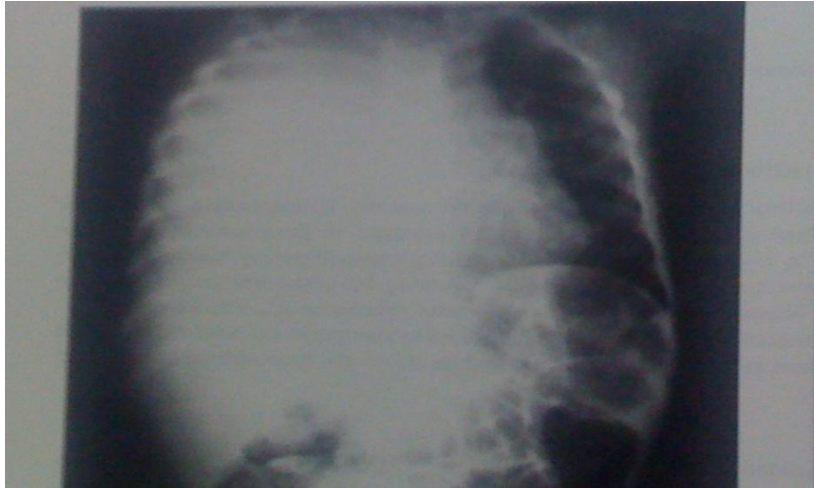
radiographie pulmonaire de face prenant tout l'hémichamp pulmonaire droit [32]
